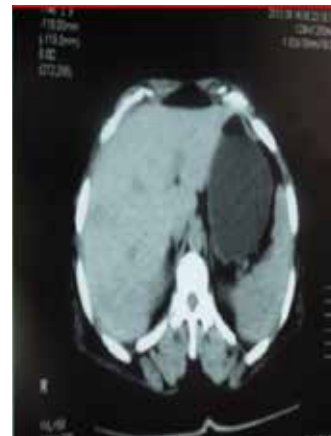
TDM abdominale avant l'injection : un foie hétérogène siège de multiples microlésions arrondies hypodenses.
